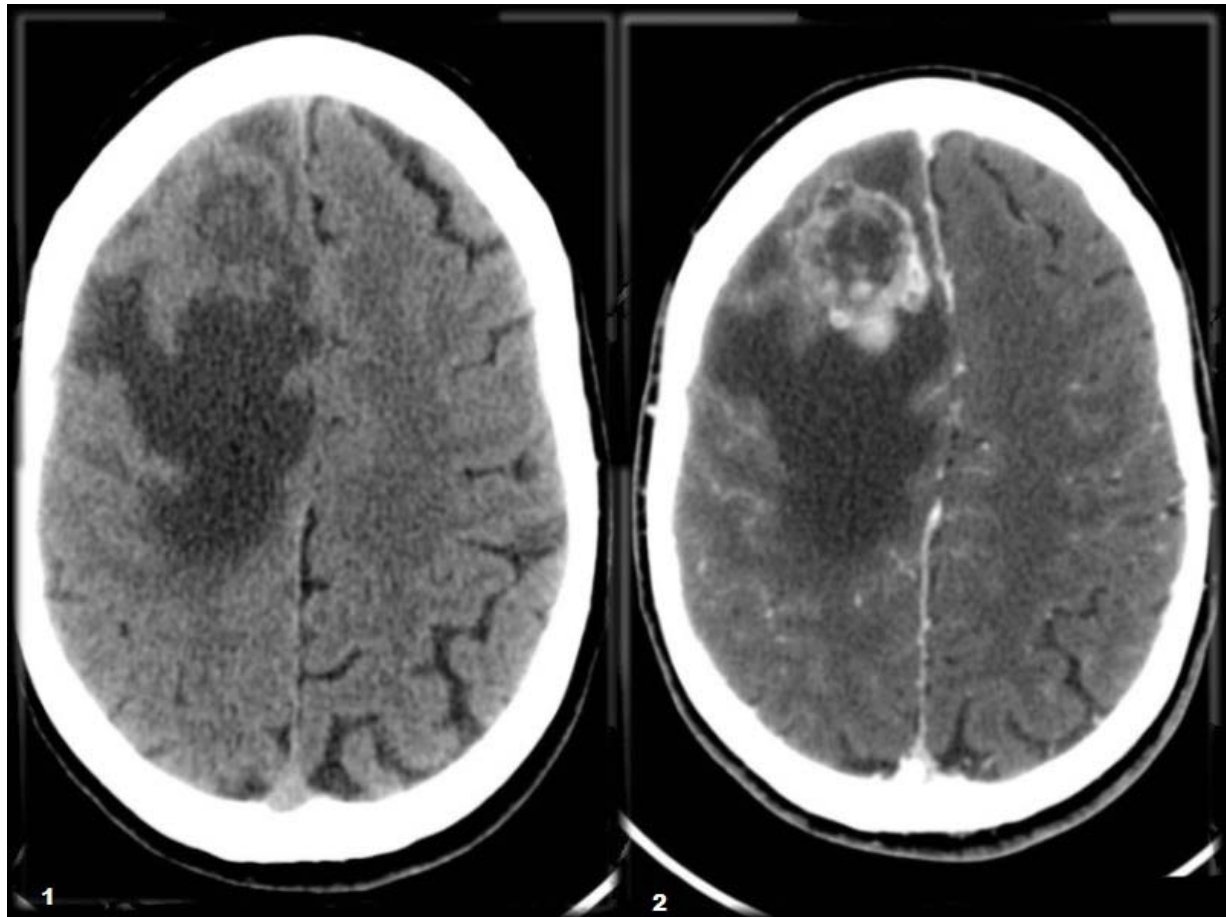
TDM(Métastases cérébrales d'un cancer du sein) : 1. Axial sans contraste
